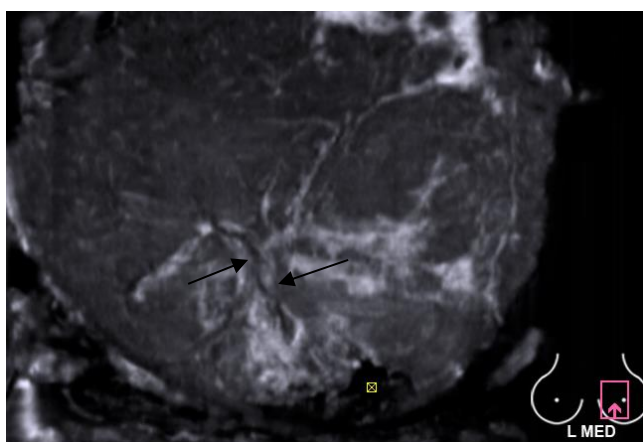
Сонотомограмма (прямой верхний срез). Послеоперационный рубец представлен гипозоногенной линией (обозначен стрелками).
